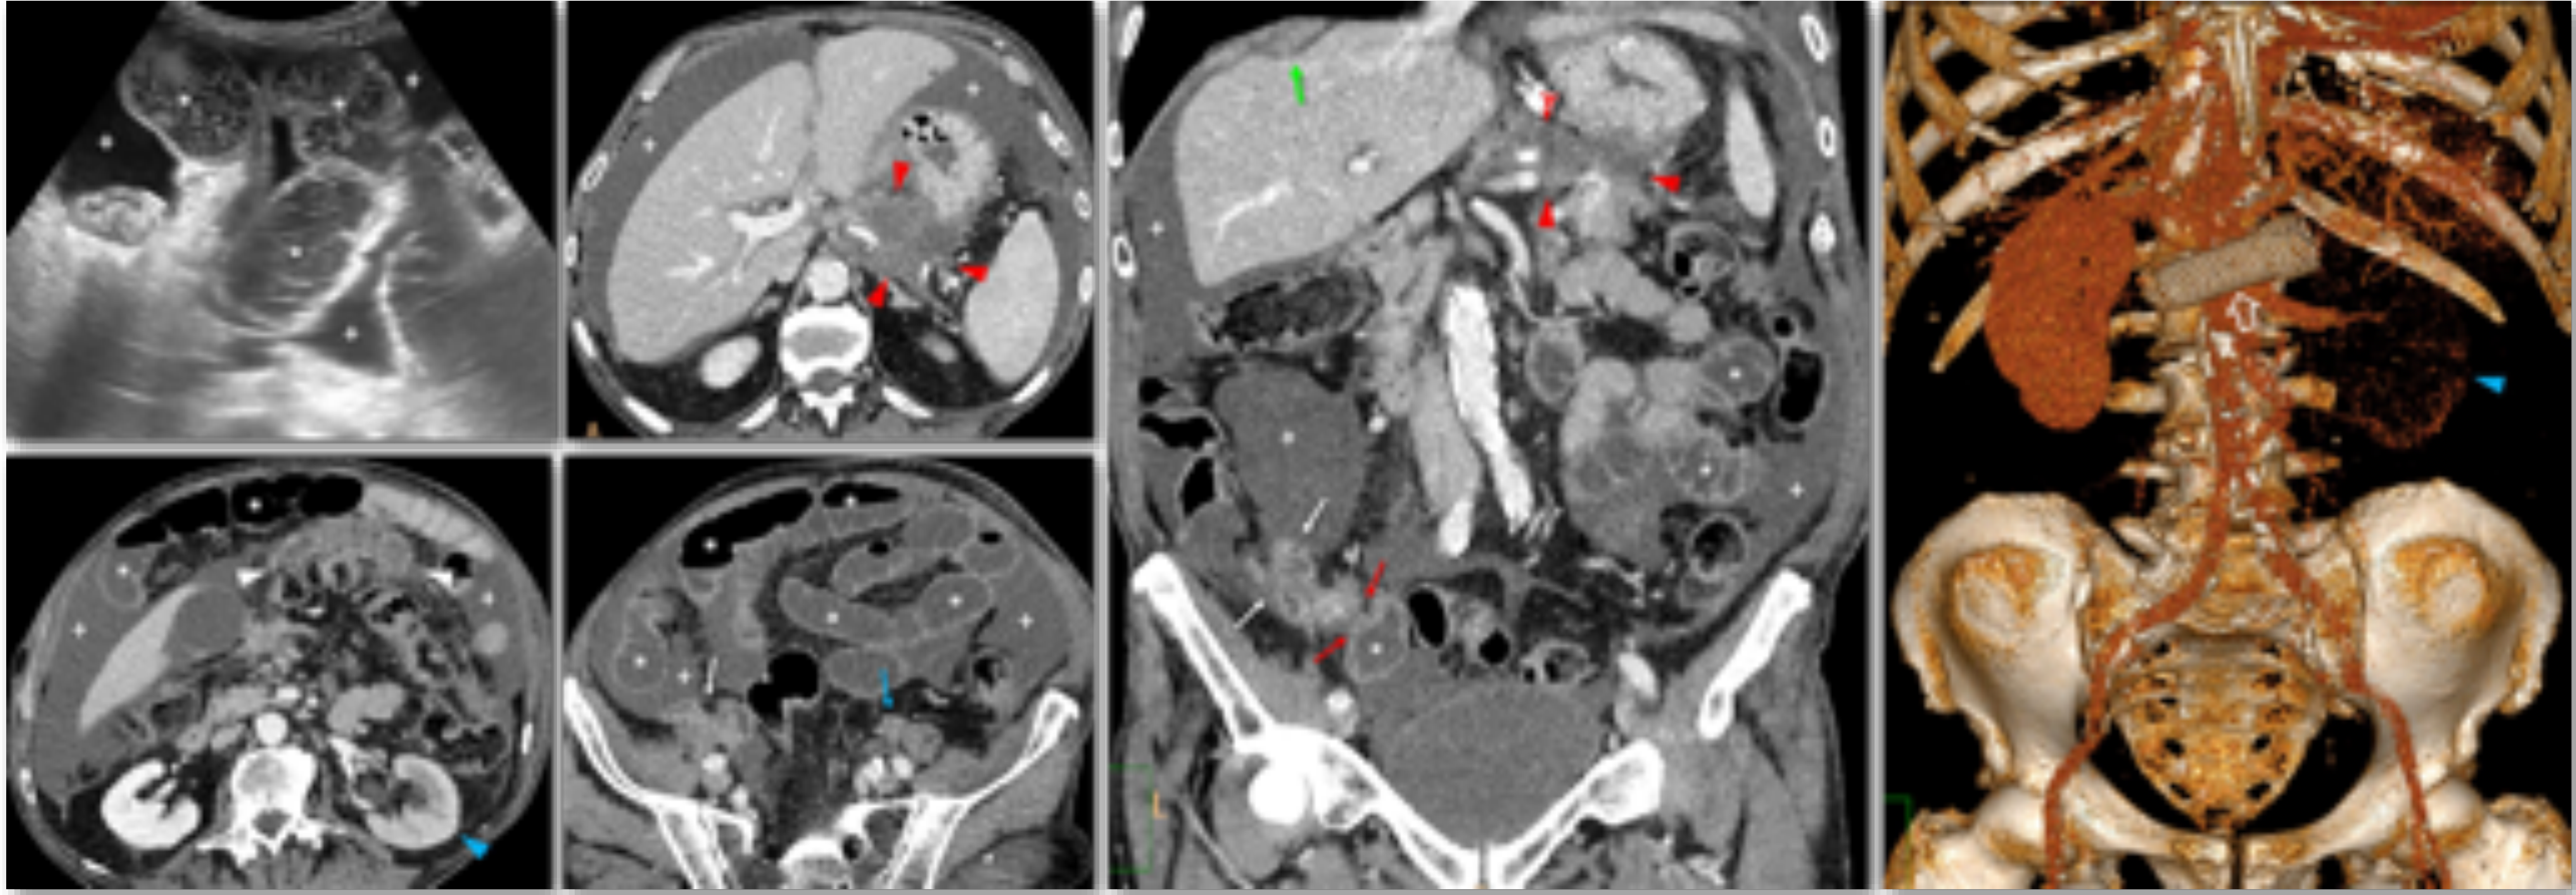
Varón de 75 años con carcinoma de páncreas estadio IV, con amplia extensión local (cabezas de flecha rojas) y peritoneal, incluyendo infiltración epiploica (cabezas de flecha blancas). Ha obligado previamente a colocar una endoprótesis duodenal por infiltración tumoral del tercer tramo del duodeno (flecha hueca). Acude a Urgencias con un cuadro de obstrucción más distal. La TC muestra los hallazgos ya conocidos y además una dilatación moderada de todo el intestino delgado hasta el íleon terminal, donde un conglomerado tumoral peritoneal (flechas blancas) provoca una obstrucción extrínseca en un solo punto (flechas rojas). Se aprecian además un implante peritoneal subdiafrágico (flecha verde) y un pequeño implante peritoneal contralateral (flecha azul) que infiltra y obstruye el uréter izquierdo, provocando hidronefrosis y retardo en el nefrograma (cabezas de flecha azules).
